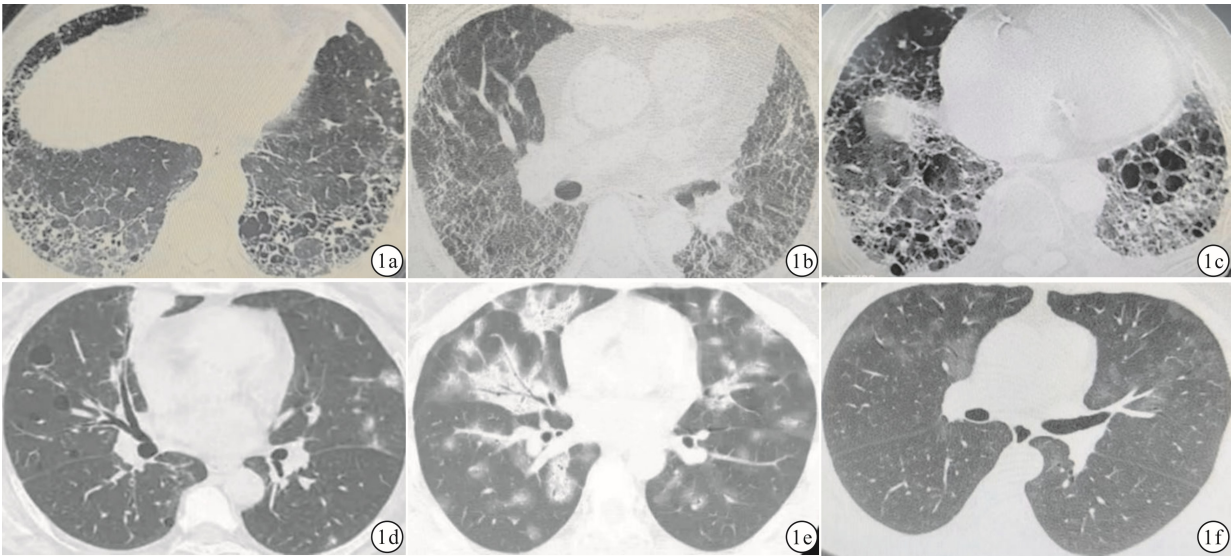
HRCT 显示不同模式的 ILD 表现 a: UIP;b: NSIP;c:纤维化型 NSIP;d: LIP;e: OP;f: DAD
